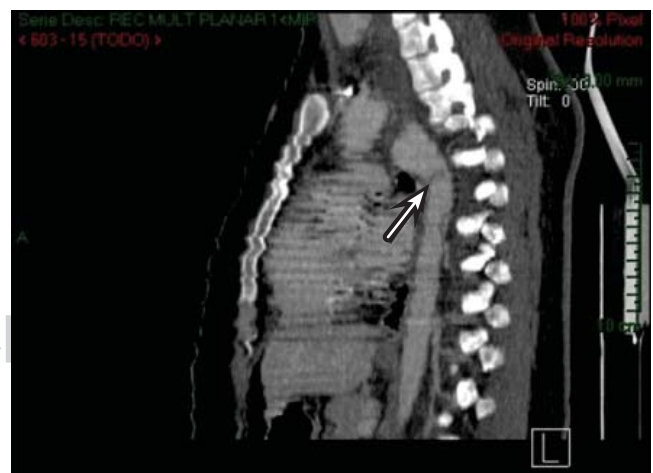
Tomografía computada contrastada de tórax y corte sagital, donde se muestra disección aórtica en el sitio de inserción del ligamento arterioso.
